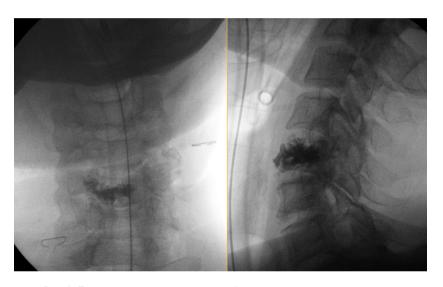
Послеоперационная рентгенография шейного отдела позвоночника
